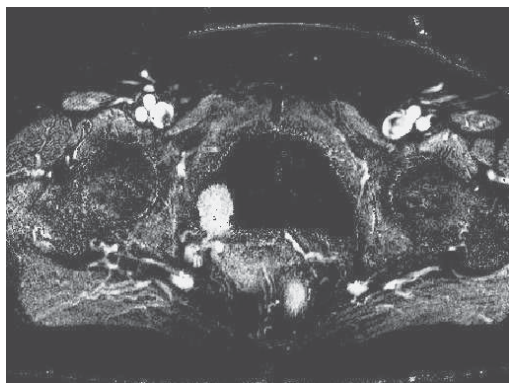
МРТ с контрастным усилением, оценка васкуляризации опухоли и зоны ее основания, архитектуры сосудистого дерева. Опухоль мочевого пузыря, признаки инвазии.
